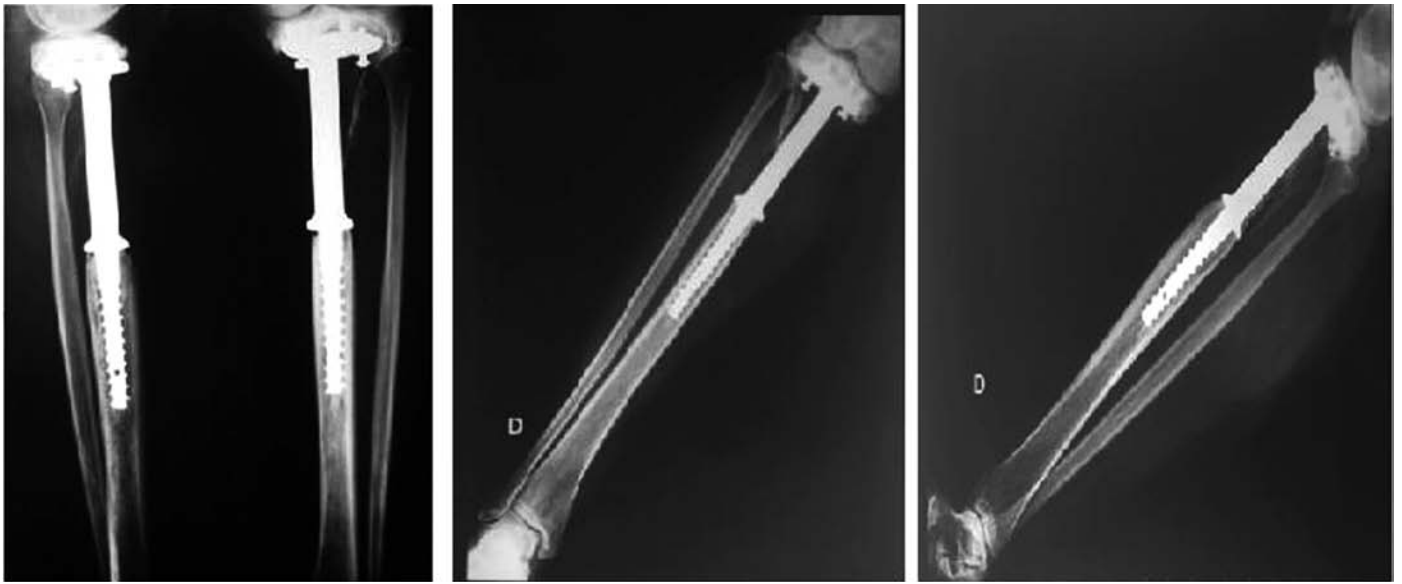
A) Pós-operatório imediato: radiografia de frente e perfil (05/1991). B) Radiografia de controle de frente ao longo de 18 anos de seguimento (05/2009). C) Radiografia de controle de perfil ao longo de 18 anos de seguimento.
